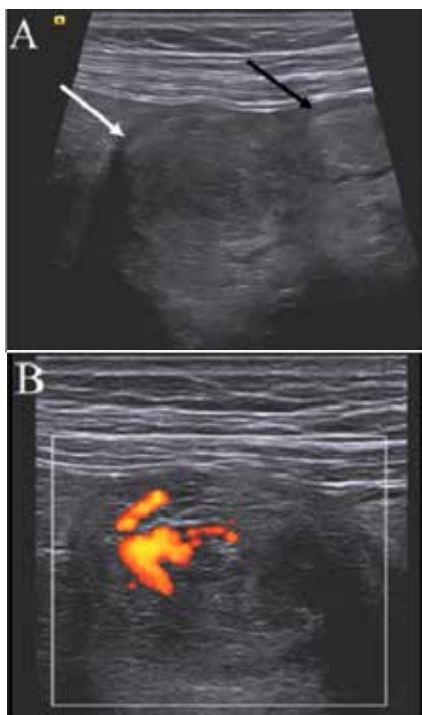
Em A, a ultrassonografia detectou lesão em “alvo” – target sign (seta branca) com dilatação da alça intestinal a montante (seta preta). Em B, ultrassonografia demonstra vascularização Doppler da lesão em “alvo” – target sign.
